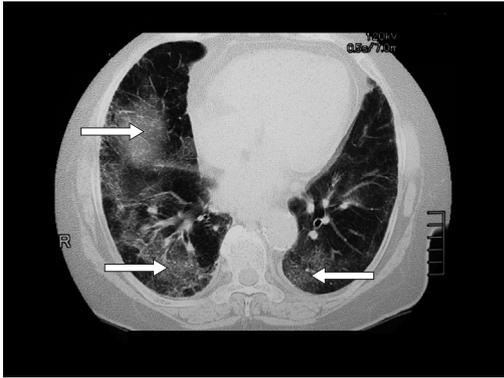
Chest computed tomography on admission to the ICU
